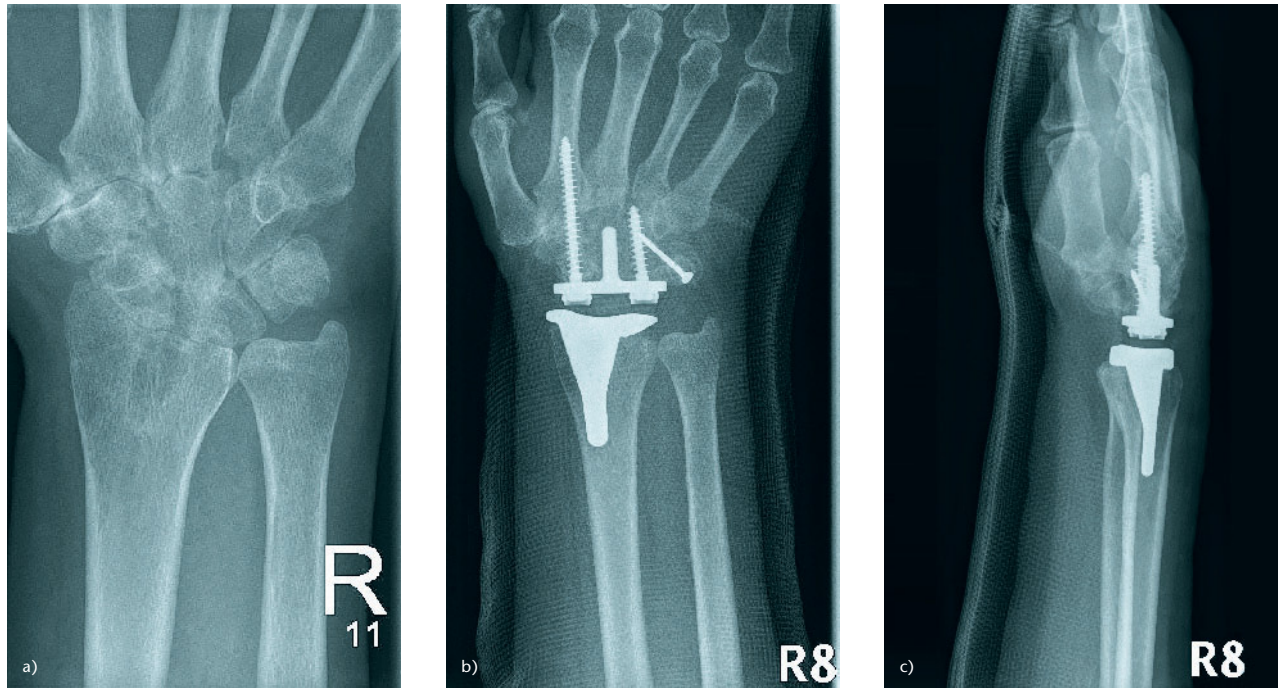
c 47-jährige Patientin mit langjähriger rheumatoider Arthritis, Basistherapie mit Tocilizumab und low-dose Prednisolon 5 mg, DAS 28 3,1. Bilateraler Handgelenkbefall Typ Wrightington 3 mit großer Mannerfelt Krypte zentraler Radius a), postoperatives Röntgenbild nach Versorgung mit Freedom Handgelenkendoprothese im Castverband, ap b) und seitl. Projektion c)
